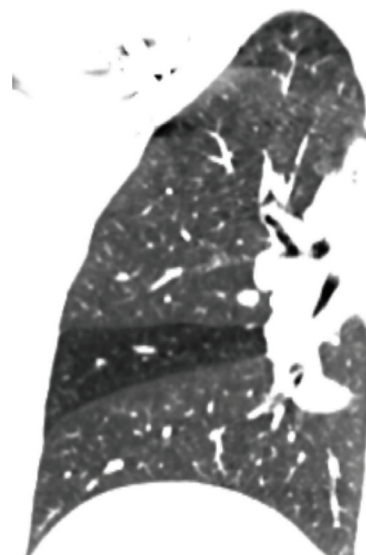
Нарушение пневматизации вследствие бронхообструкции (данные компьютерной томографии)
